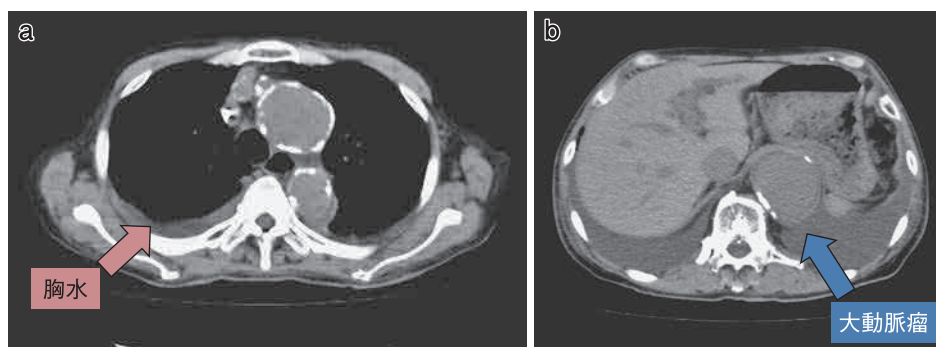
胸腹骨盤単純 CT (最終入院時). 両側胸水, 胸腹部大動脈瘤がある.
